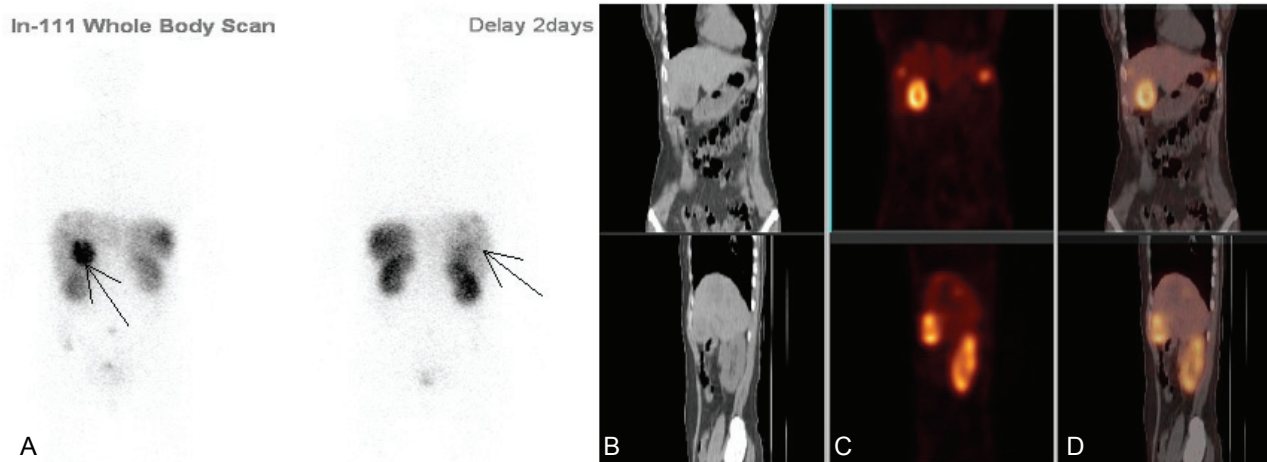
Diagnosis of carcinoma with ^{111}In -Octreotide scan and SPECT. (A) Planar image showing mildly intense focal lesion extending to liver area (arrow). Corresponding sections of CT (B), SPECT (C), and fused SPECT/CT (D) images showing focal uptake extending to liver, indicating carcinoma.
